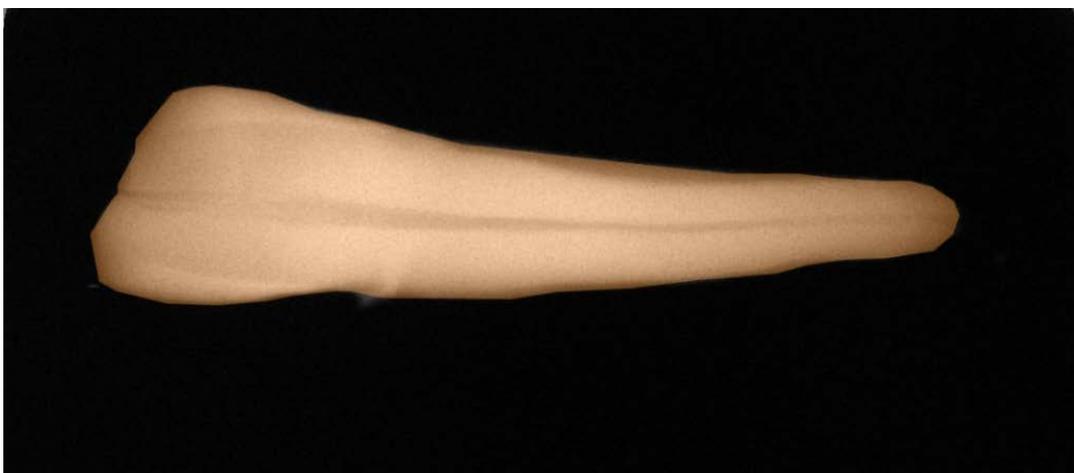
selezione dell'area totale del dente sulla radiografia.
